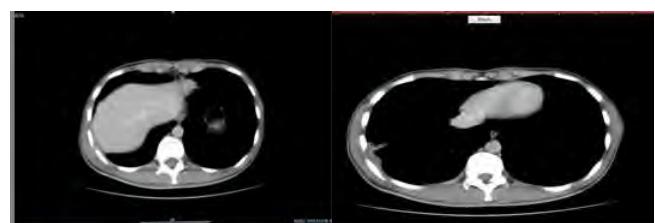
Control CT. (a) Monitored mass in the chest wall and (b) apparent dimensional regression in atelectatic area in lower lobe lateral segment .
